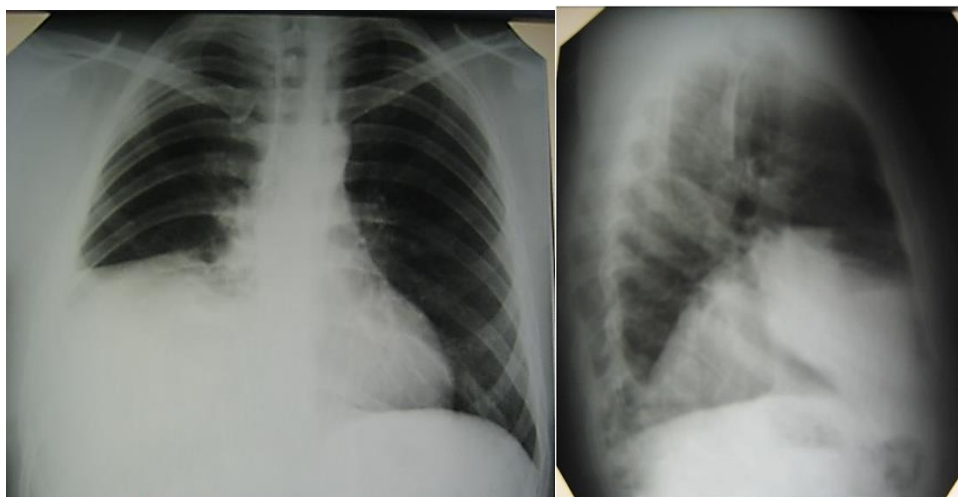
Рентгенография органов грудной клетки. Хроническая правосторонняя посттравматическая диафрагмальная грыжа с вклиниванием правой доли печени в дефект диафрагмы, симулирующая релаксацию диафрагмы (собственное клиническое наблюдение)
